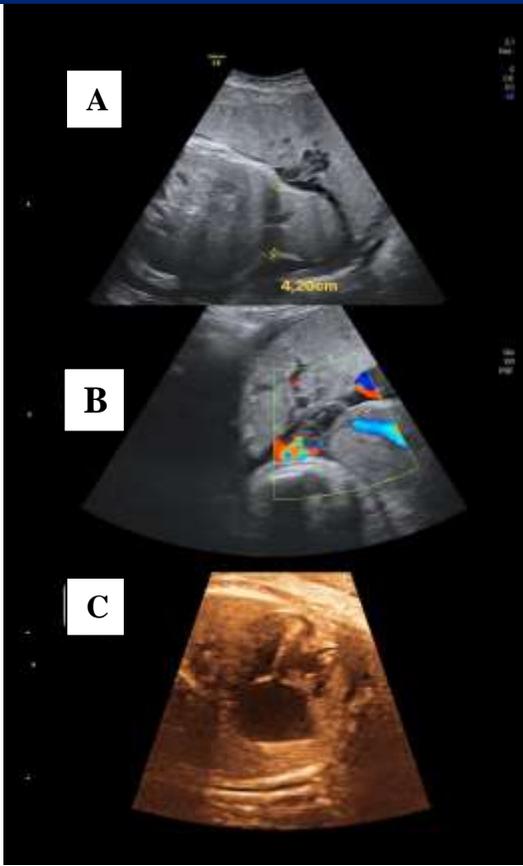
Coupes transversale de l'abdomen sans (a) et avec (b) Doppler couleur de l'omphalocèle montrant la taille du collet et la vascularisation du parenchyme hépatique ,associé à une dilatation de l'oreillette droite figurant sur une coupe transversal du thorax .(c)
